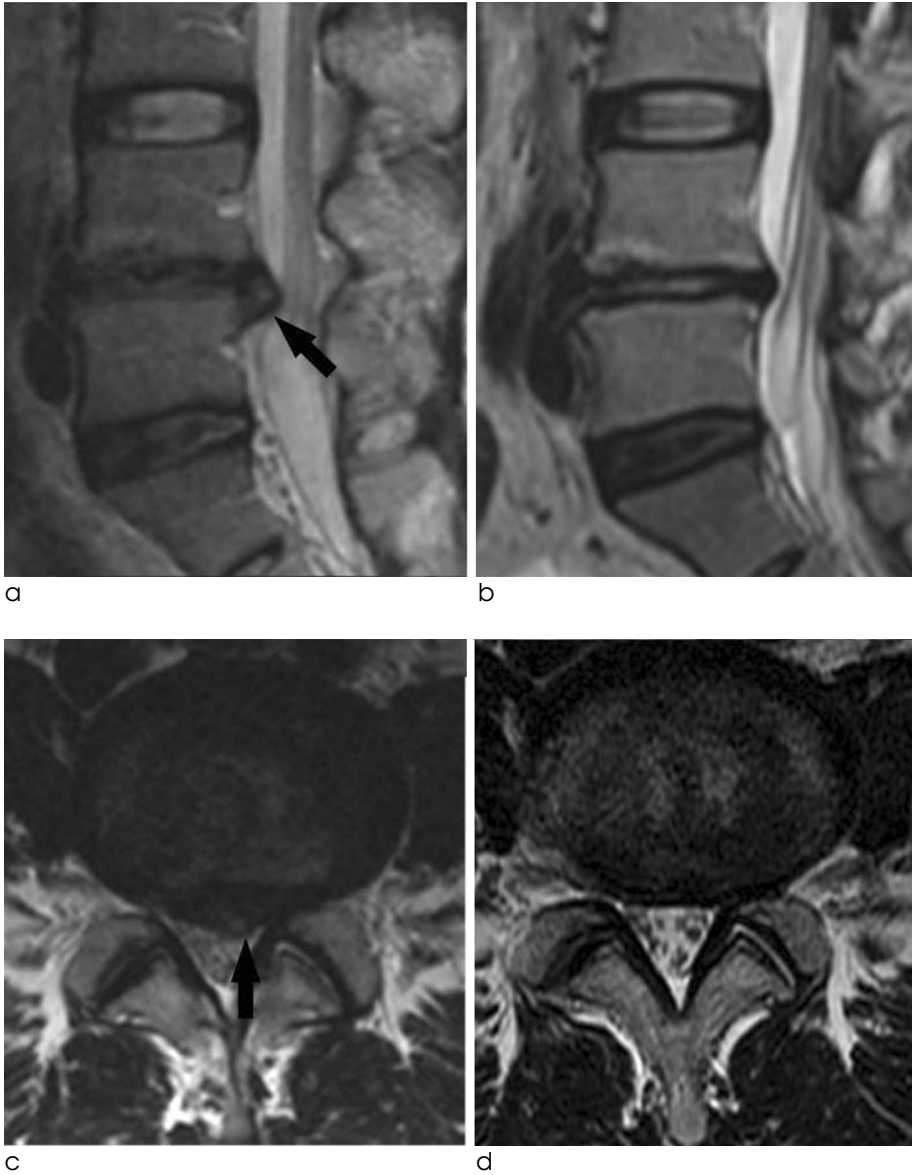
A 46-year-old female underwent follow-up 6 months after initial presentation. Initial sagittal and axial T2-weighted images of the lumbar spine MRI show left central extrusion and decreased signal intensity of the L4-5 disc and adjacent bone marrow changes (a and c). In a follow-up lumbar spine MRI after 6 months, the disc lesion was markedly improved (b and d). The patient received only conservative treatment.
